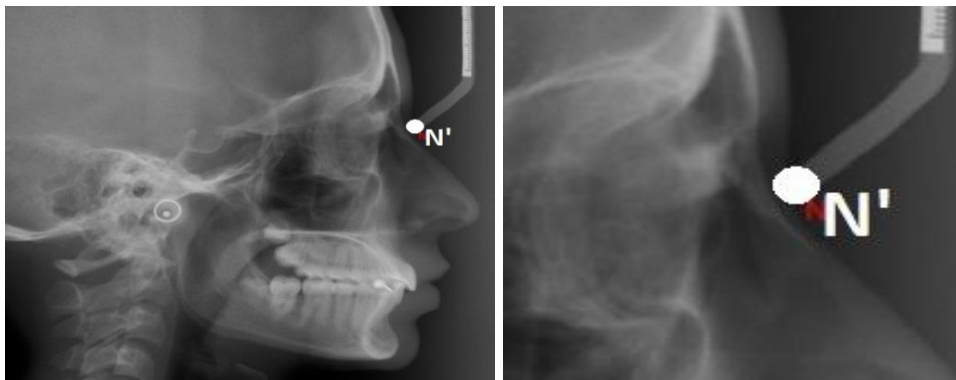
Nasion - aspect radiografic
